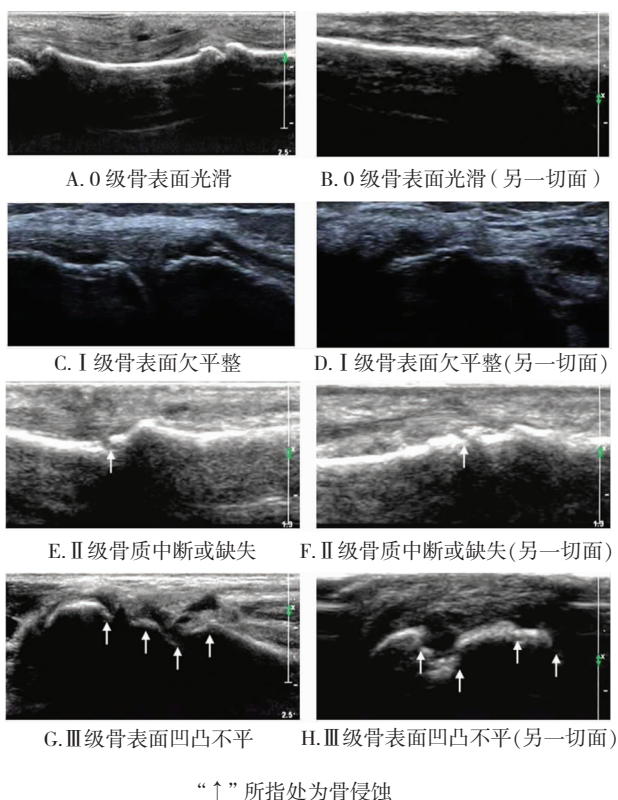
不同平面灰阶超声骨侵蚀分级 (0~III 级半定量)
